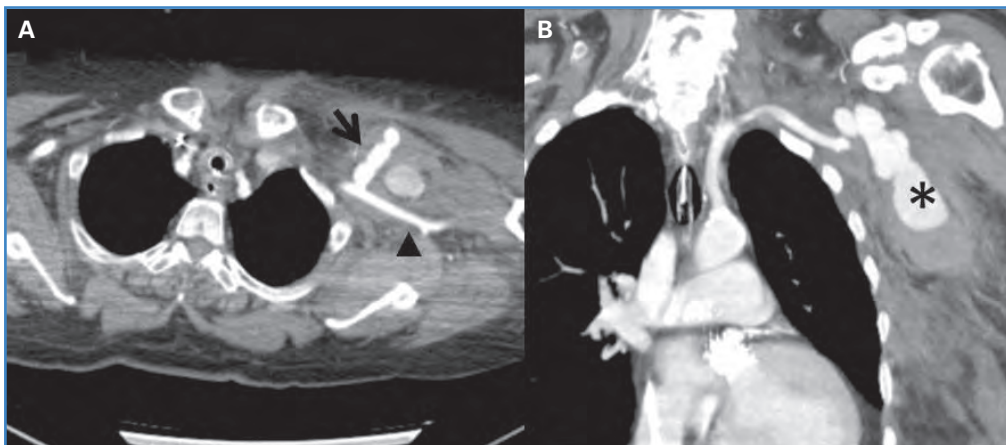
Imagen preoperatoria. Angio TC torácico. A. Corte transversal. Sangrado activo en jet (flecha) a través de la arteria subclavia izquierda (cabeza de flecha). B: Corte coronal. Pseudoaneurisma (asterisco) y hematoma en la pared torácica.
